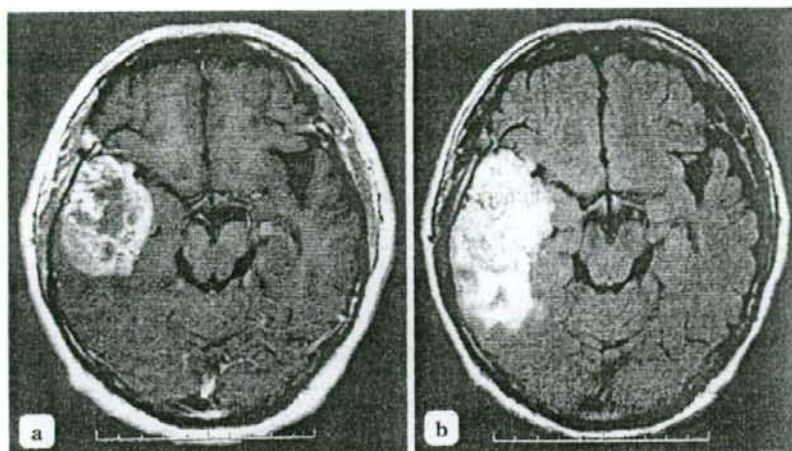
膠芽腫(glioblastoma)のMRI画像
